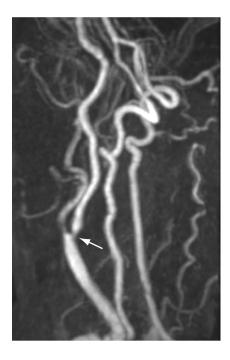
Sténose serrée (*flèche*) de l'artère carotide interne cervicale à la bifurcation, visible sur l'angio-IRM. (*Remerciements au Dr Aki Kawasaki.*)
